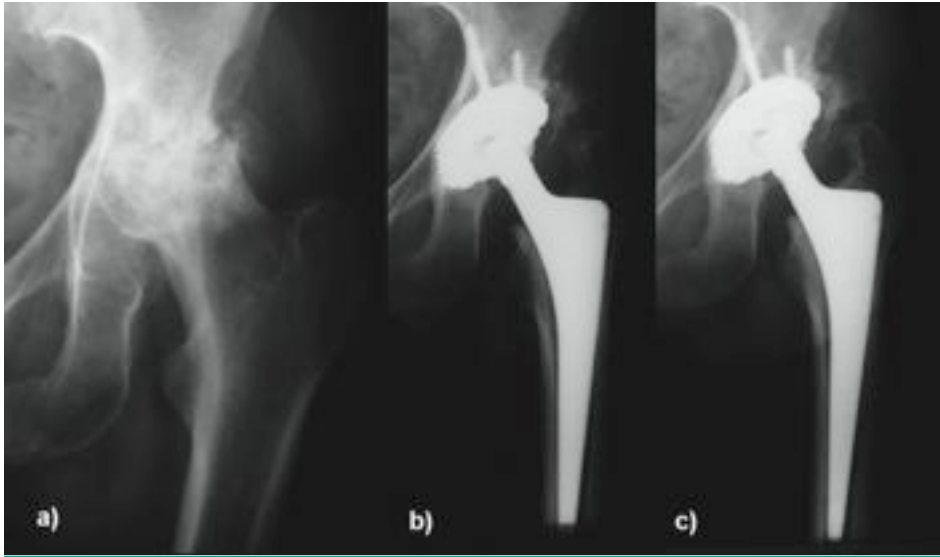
a) Die a. p. Röntgenaufnahme der rechten Hüfte einer 44 Jahre alten Patientin zeigt eine fortgeschrittene Hüftkopfnekrose.
